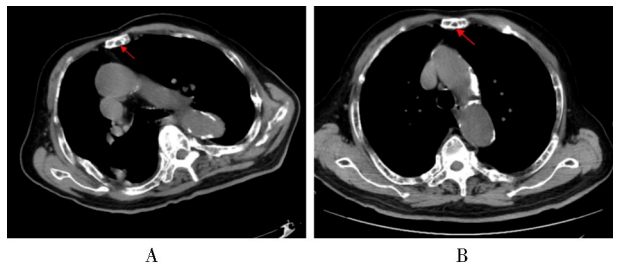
治疗前与治疗 4 周期后胸骨 CT 影像
